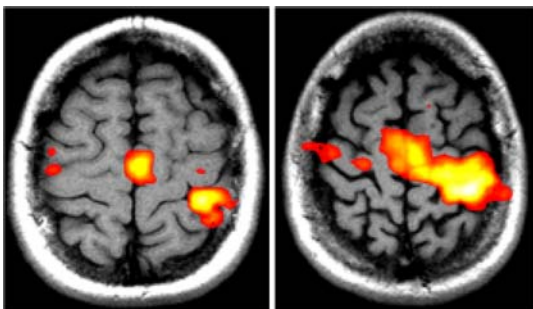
Estudi RM funcional (activació motora dreta). Estudis de RM funcional (activació motora dreta) obtinguts en un individu sa (esquerra) i en un pacient amb una forma progressiva d'esclerosi múltiple (dreta). L'activació cortical (color) es representa sobre una imatge anatòmica ponderada en T1. En el pacient amb esclerosi múltiple l'activació cortical inclou àrees més extenses que les que s'activen en un individu sa. Això reflecteix l'aparició de mecanismes de compensació (plasticitat cerebral) que intenten minimitzar les repercussions funcionals de la malaltia.
